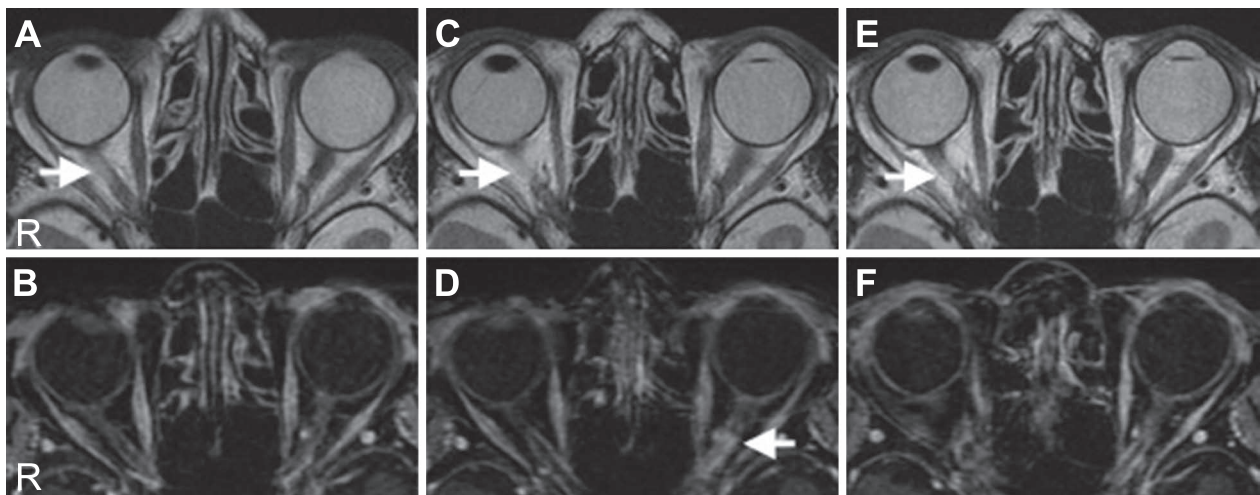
Optic nerve MRI findings.
